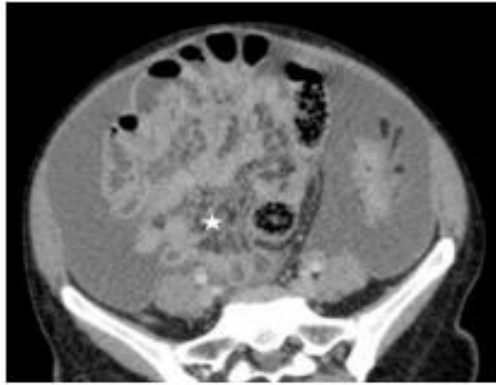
TDM avec injection de produit de contraste , coupe axiale abdominale. Epaissement et infiltration du mésentère (étoile).
